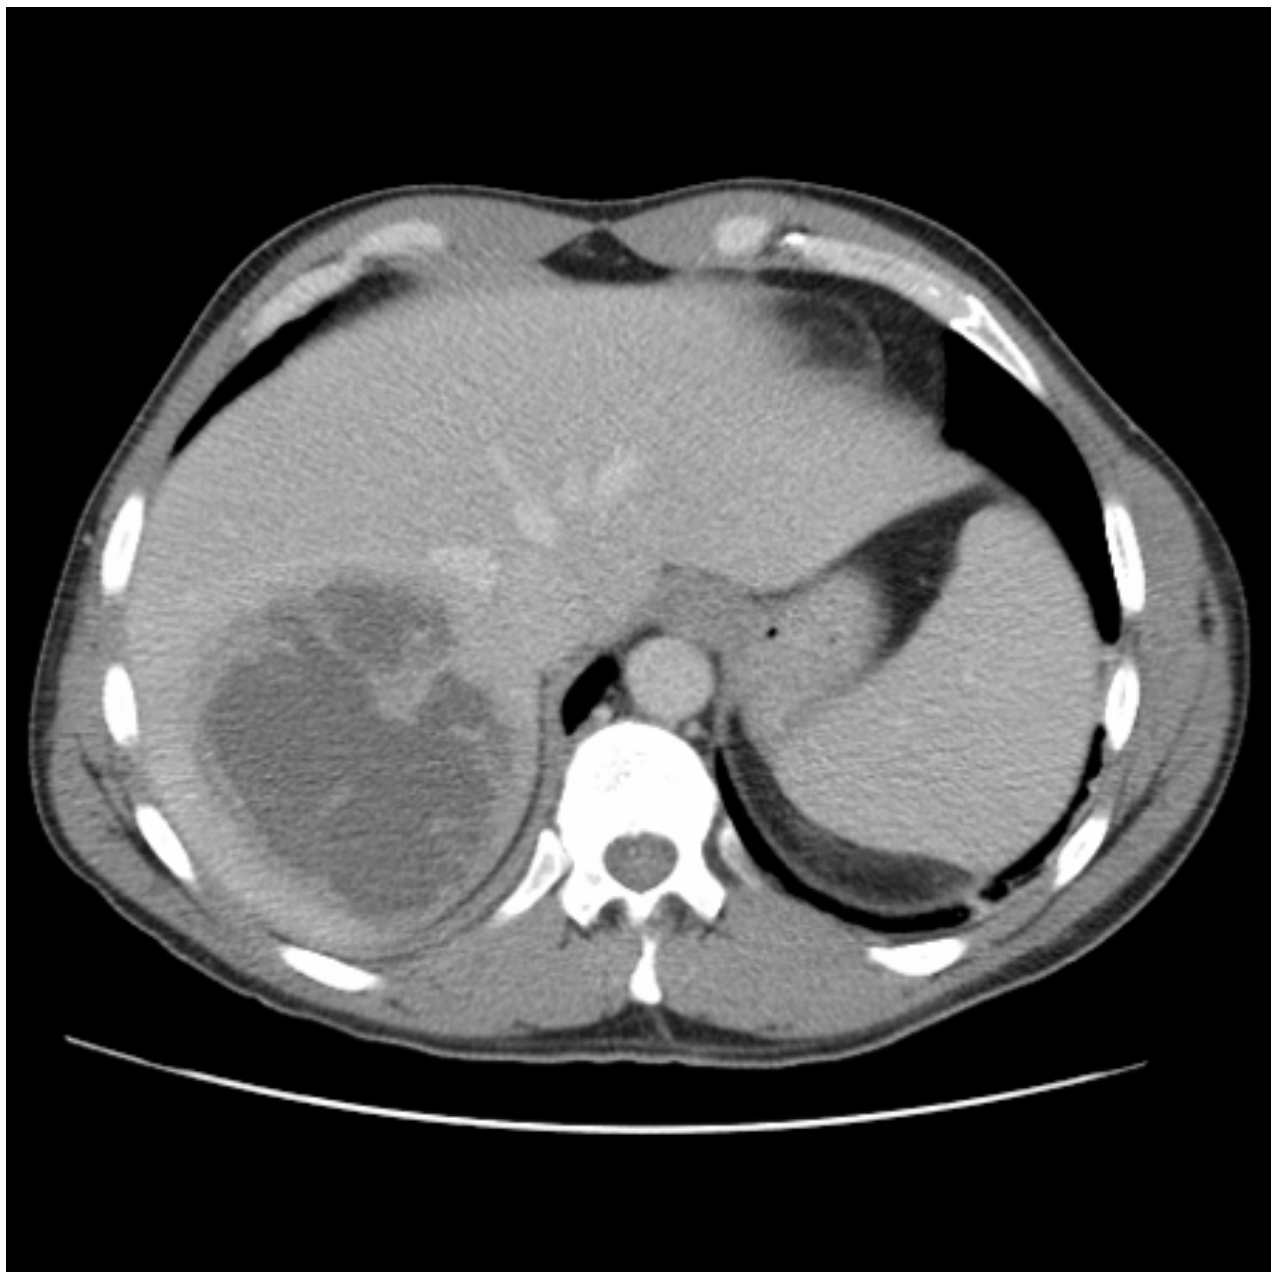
Tomografia computadorizada (TC) (vista coronal) mostrando abscesso hepático em um homem de 46 anos de idade que apresentava febre, fadiga e tosse
